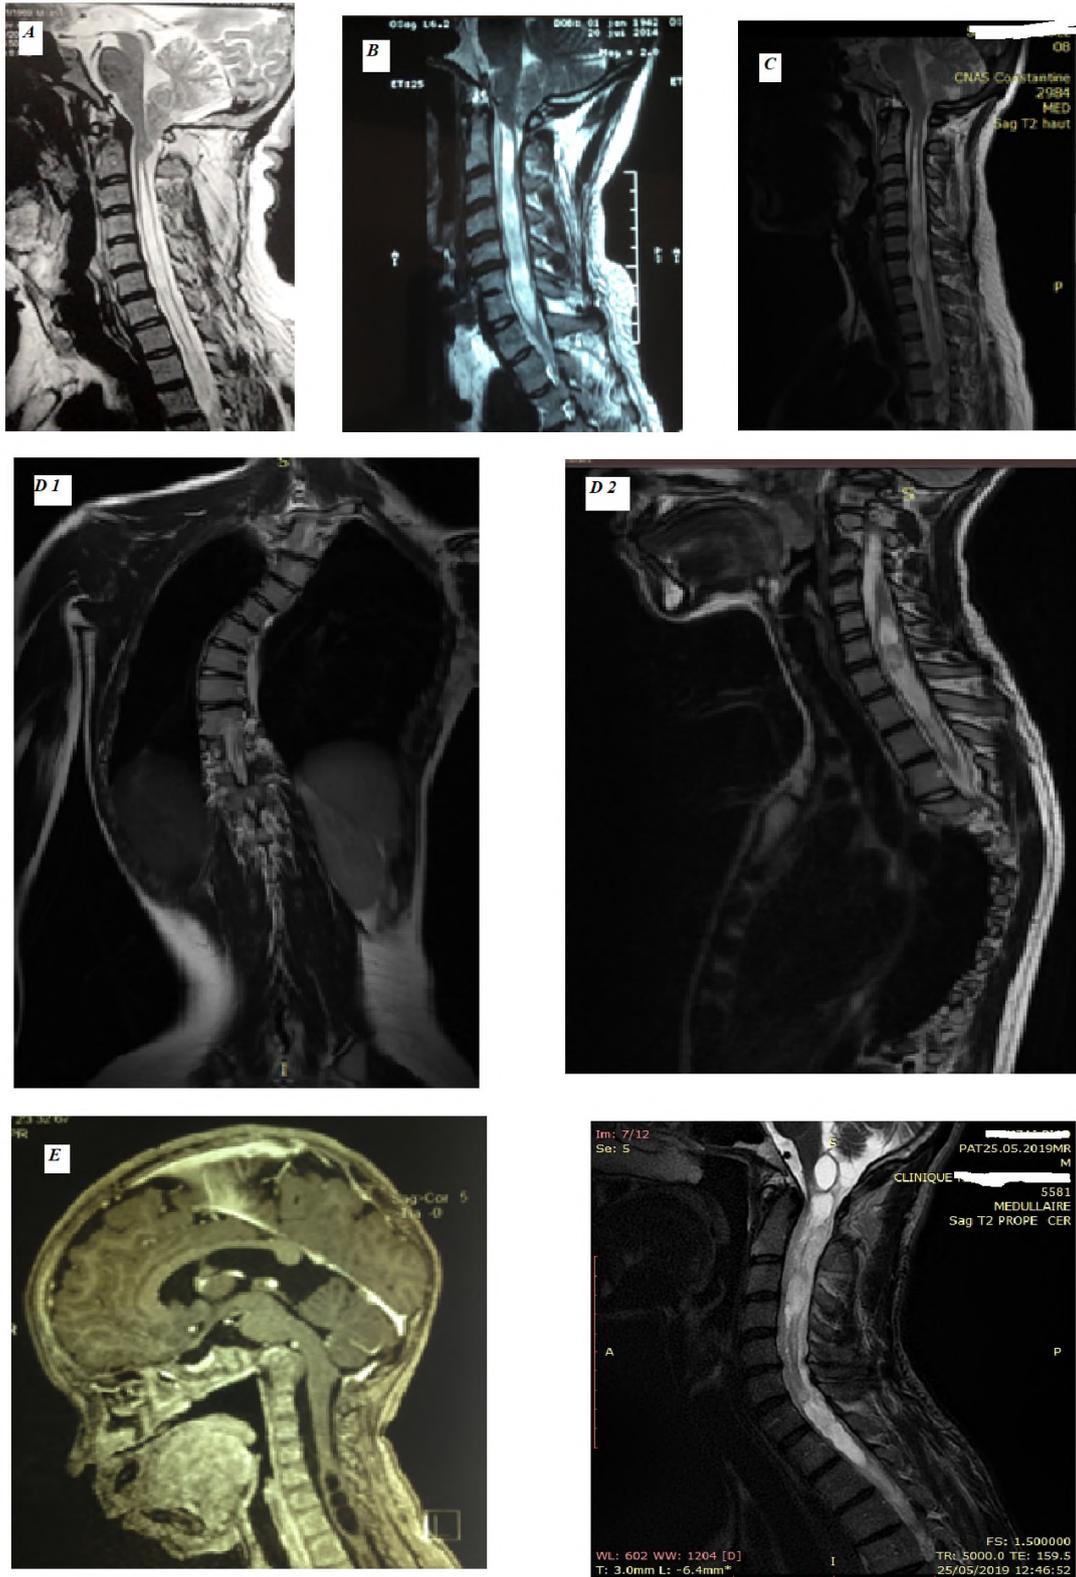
Aspects de la cavité syringomyelique à l'IRM en coupes sagittales.
